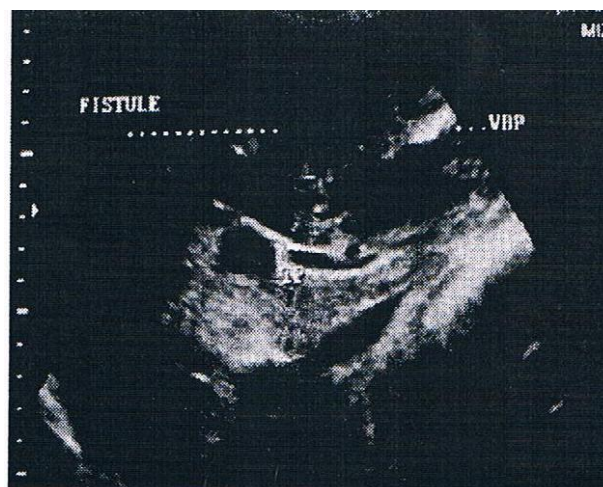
Image échographique montrant un kyste hydatique du foie communiquant avec la voie biliaire principale, qui est dilatée, à travers une fistule biliokystique [69]
